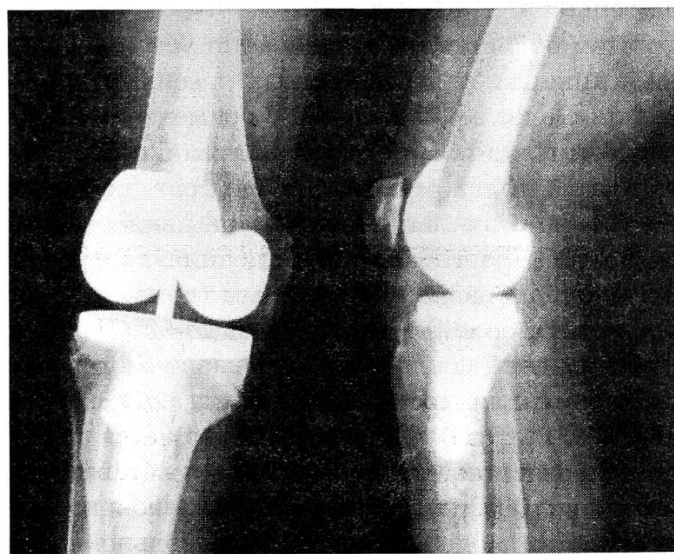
Рентгенограммы правого коленного сустава той же больной Ш. после тотального эндопротезирования протезом «Intermedics-Orthopaedics» (прямая и боковая проекции).
